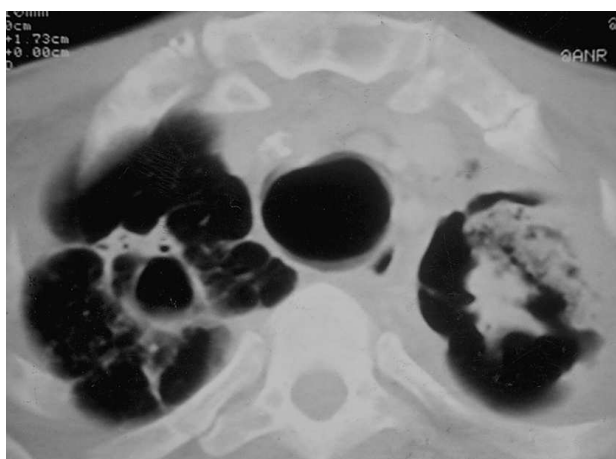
TC torácica. Ensanchamiento traqueal, con un diámetro transversal de 40 mm, y lesiones cavitarias en ambos lóbulos superiores con cicatrices parenquimatosas izquierdas.
